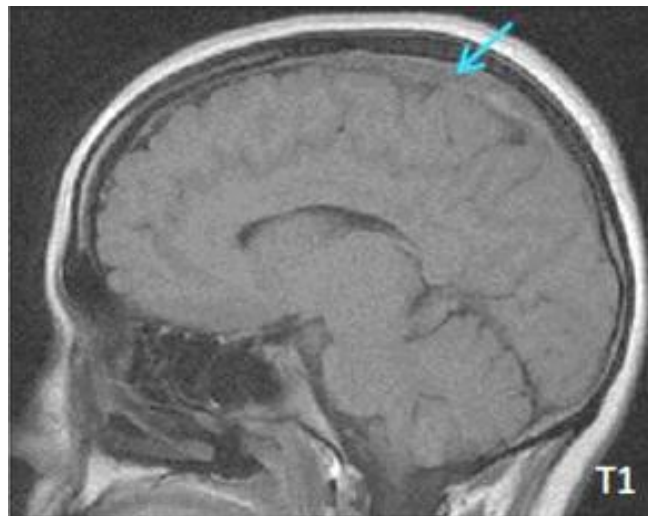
IRM cérébrale en coupe sagittale montrant un thrombus au niveau du SLS en hypersignal en T1 →.
